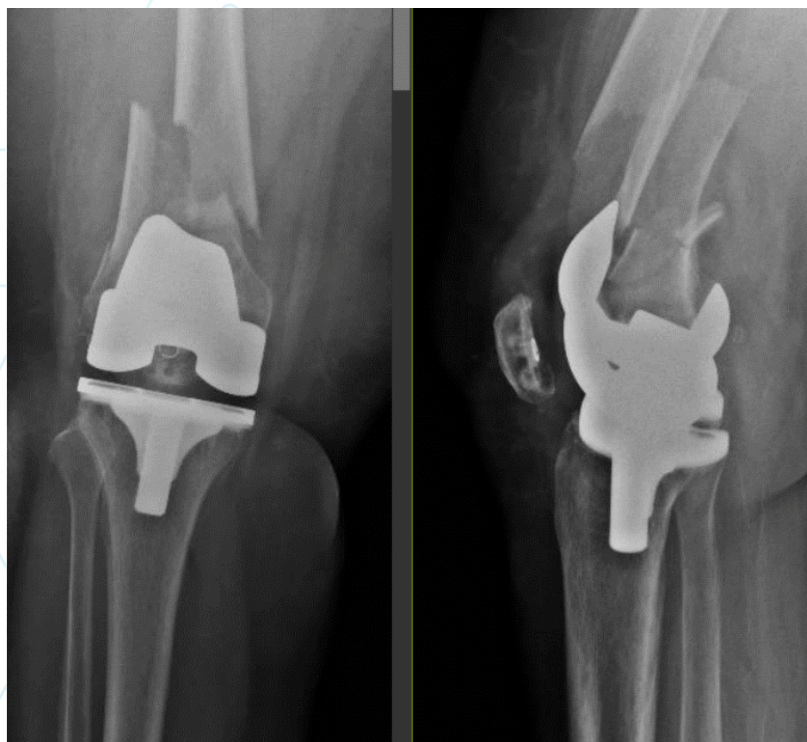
Radiografía AP y lateral que muestra fractura supracondílea periprotésica del fémur distal tras artroplastia total de rodilla.
